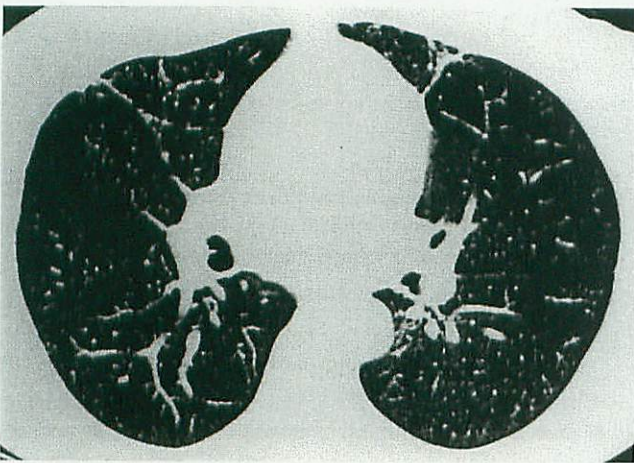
Takayasu arteritis. Chest CT reveals reticulolinear changes in the subpleural regions of both lungs.
